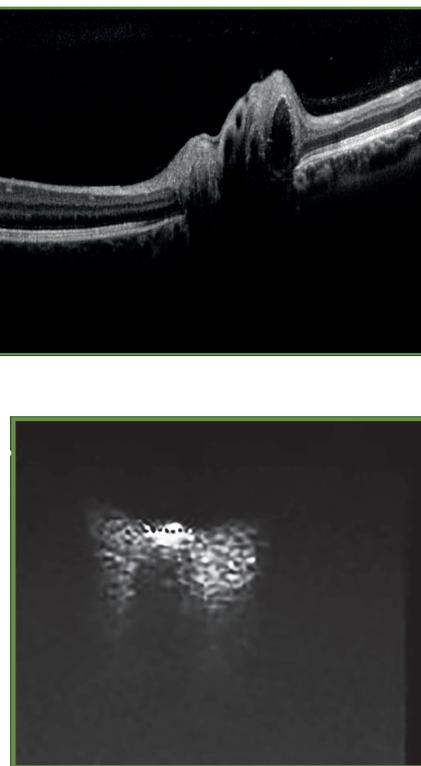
Drusen papillaires en échographie mode B.
